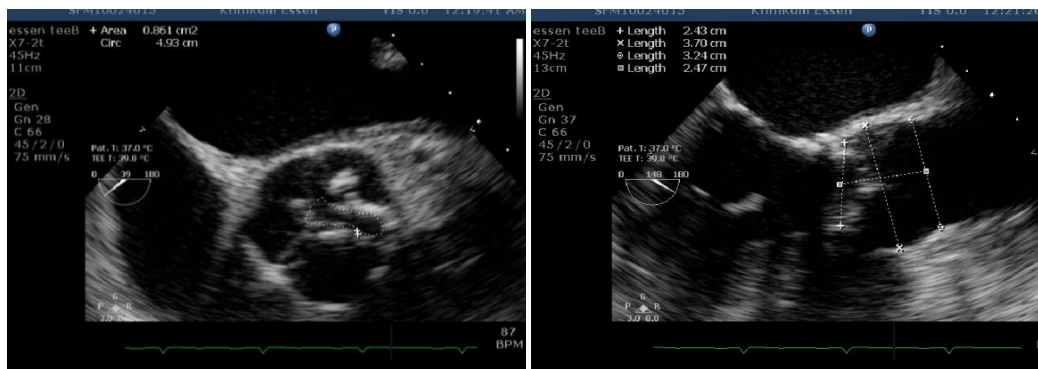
Transösophageale Echokardiographie: Planimetrische Bestimmung der Klappenöffnungsfläche im TEE bei 39° (links), Messung des Aortenklappenannulus im TEE bei 148° (rechts)
